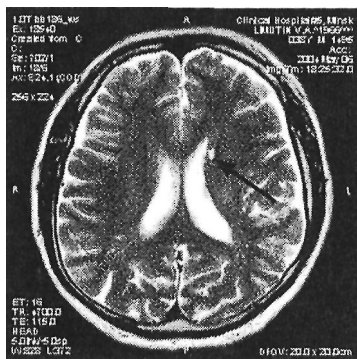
МРТ головного мозга больного Л., 45 лет с диагнозом первичный АФС: в T_{2w} режиме очаг пониженной плотности у наружного края левого бокового желудочка 10 x 7 мм
